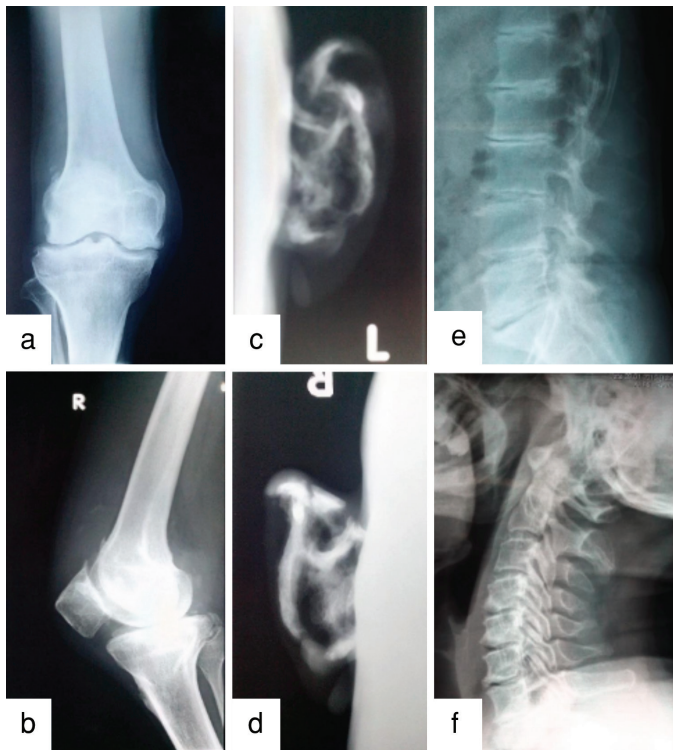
X-rays showing (a, b) reduced tibiofemoral joint space and patellar lipping with soft tissue calcifications (c, d) calcification of both ear pinna (e, f) intervertebral disc calcification and vacuum phenomenon i.e. loss of intervertebral disc
